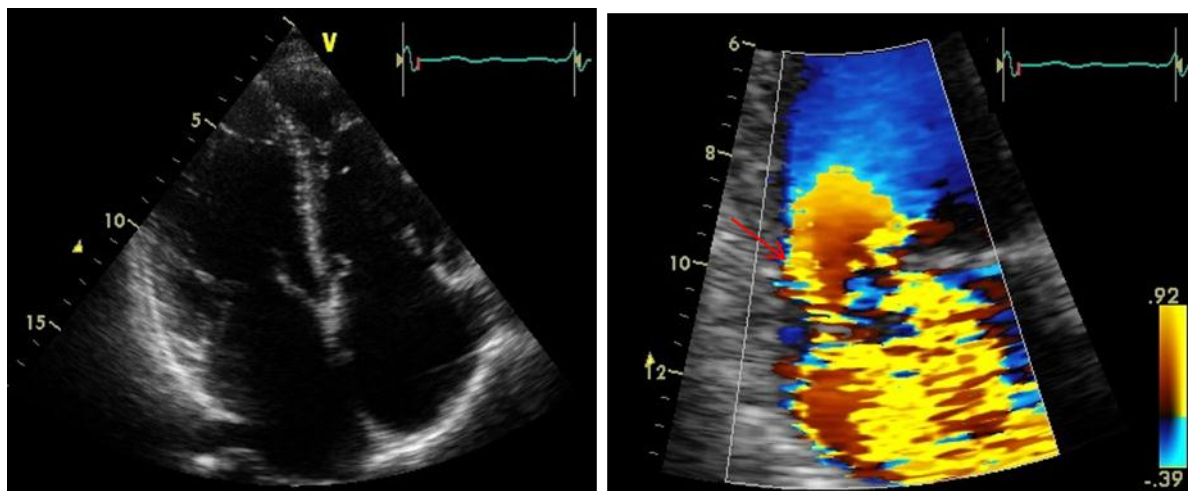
Эхокардиограмма пациента (стрелкой указана митральная регургитация)
